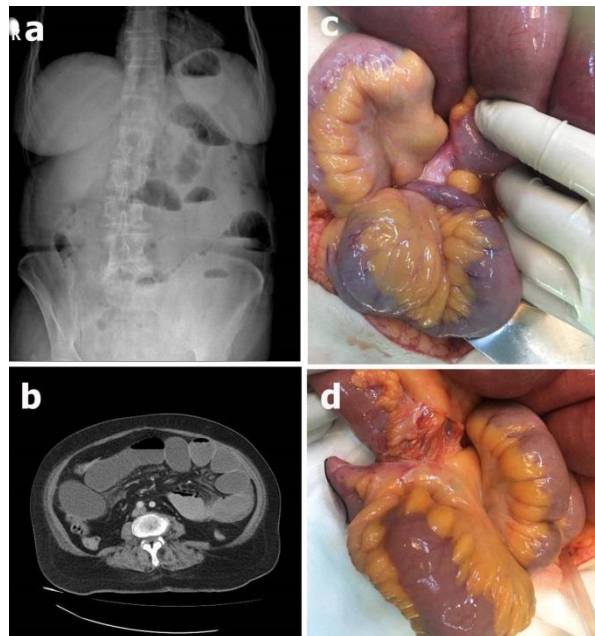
(a) Abdominal X-ray revealing gaseous distension of the small bowel in the left upper abdominal area with paucity of gas in the lower abdomen, (b) abdominal CT scan showing multiple dilated fluid-filled loops of small bowel, (c) operative view showing Meckel's diverticulum strangulating the small bowel, and (d) the small bowel including Meckel's diverticulum after full exposure.
